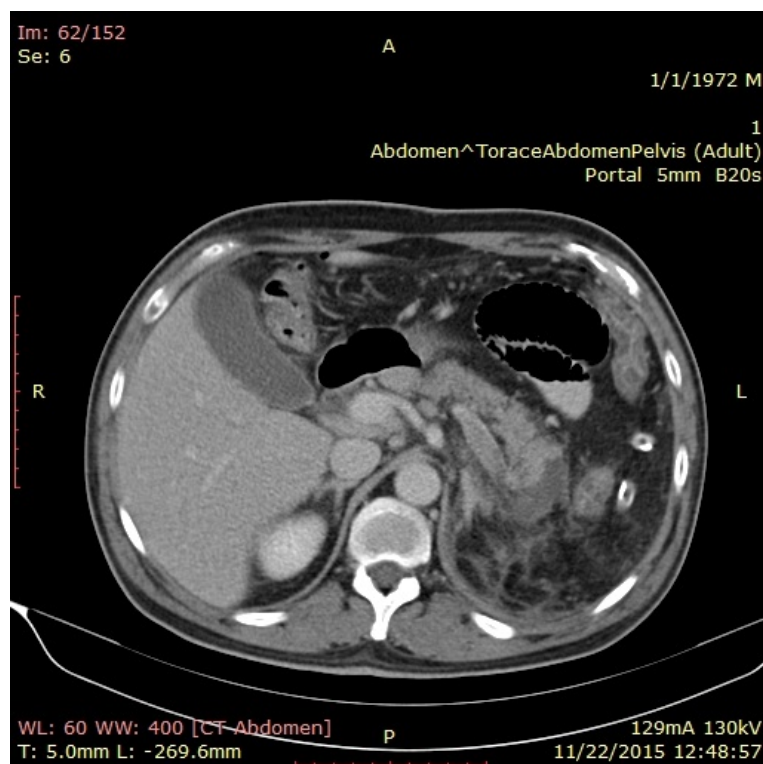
Secțiune de CT abdominal: aspect normal postoperator al lojei splenice cu prezența unui dublu drenaj peritoneal.
